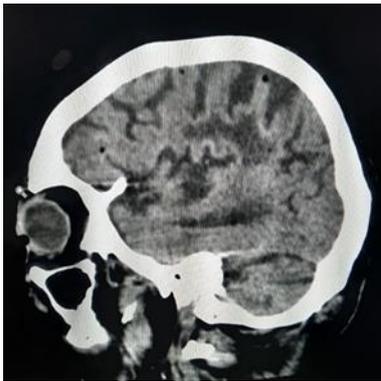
Informe de Medico radiológico de Tomografía
